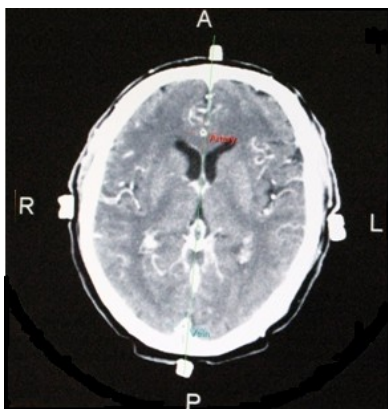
Компьютерная томограмма головного мозга вместе с муляжами электродов, установленных в лобной, затылочной и височных областях.
